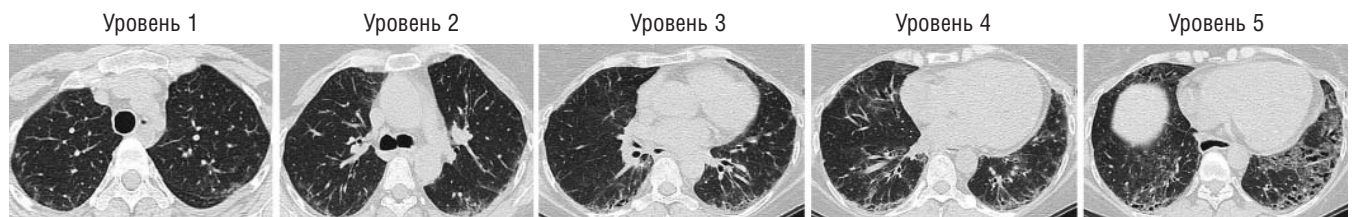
МСКТ: выраженные изменения легких (группа 1). Здесь и на рис 4, 5: уровень 1 – зона крупных сосудов; уровень 2 – бифуркация бронхов; уровень 3 – слияние легочных вен; уровень 4 – зона между 3-м и 5-м уровнями; уровень 5 – непосредственно над правым куполом диафрагмы
